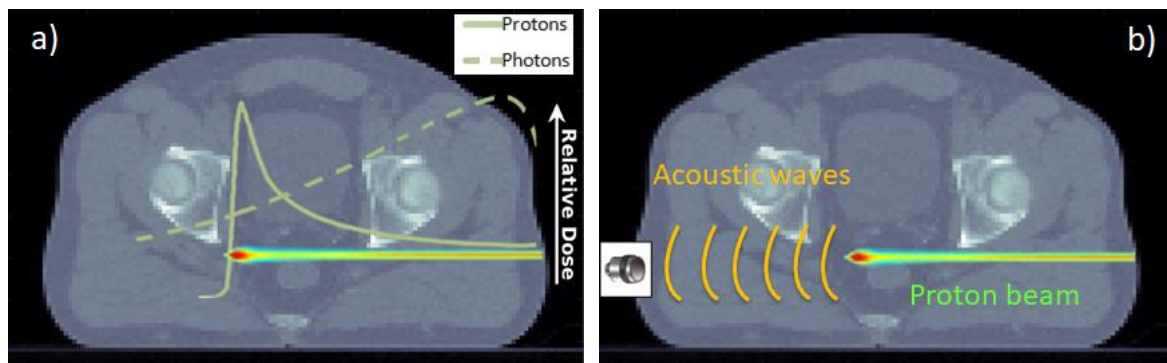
a) Dosis longitudinal depositada por un haz de fotones (línea discontinua) y un haz de protones (línea continua). Se representa un haz de protones entrando en el tejido humano, en el que la región de color rojo indica dónde se deposita la mayor cantidad de dosis; b) Efecto termoacústico: ondas de presión ultrasónicas (representadas en naranja) generadas por la dosis depositada por el haz de protones, que se registran en el detector de ultrasonido.
